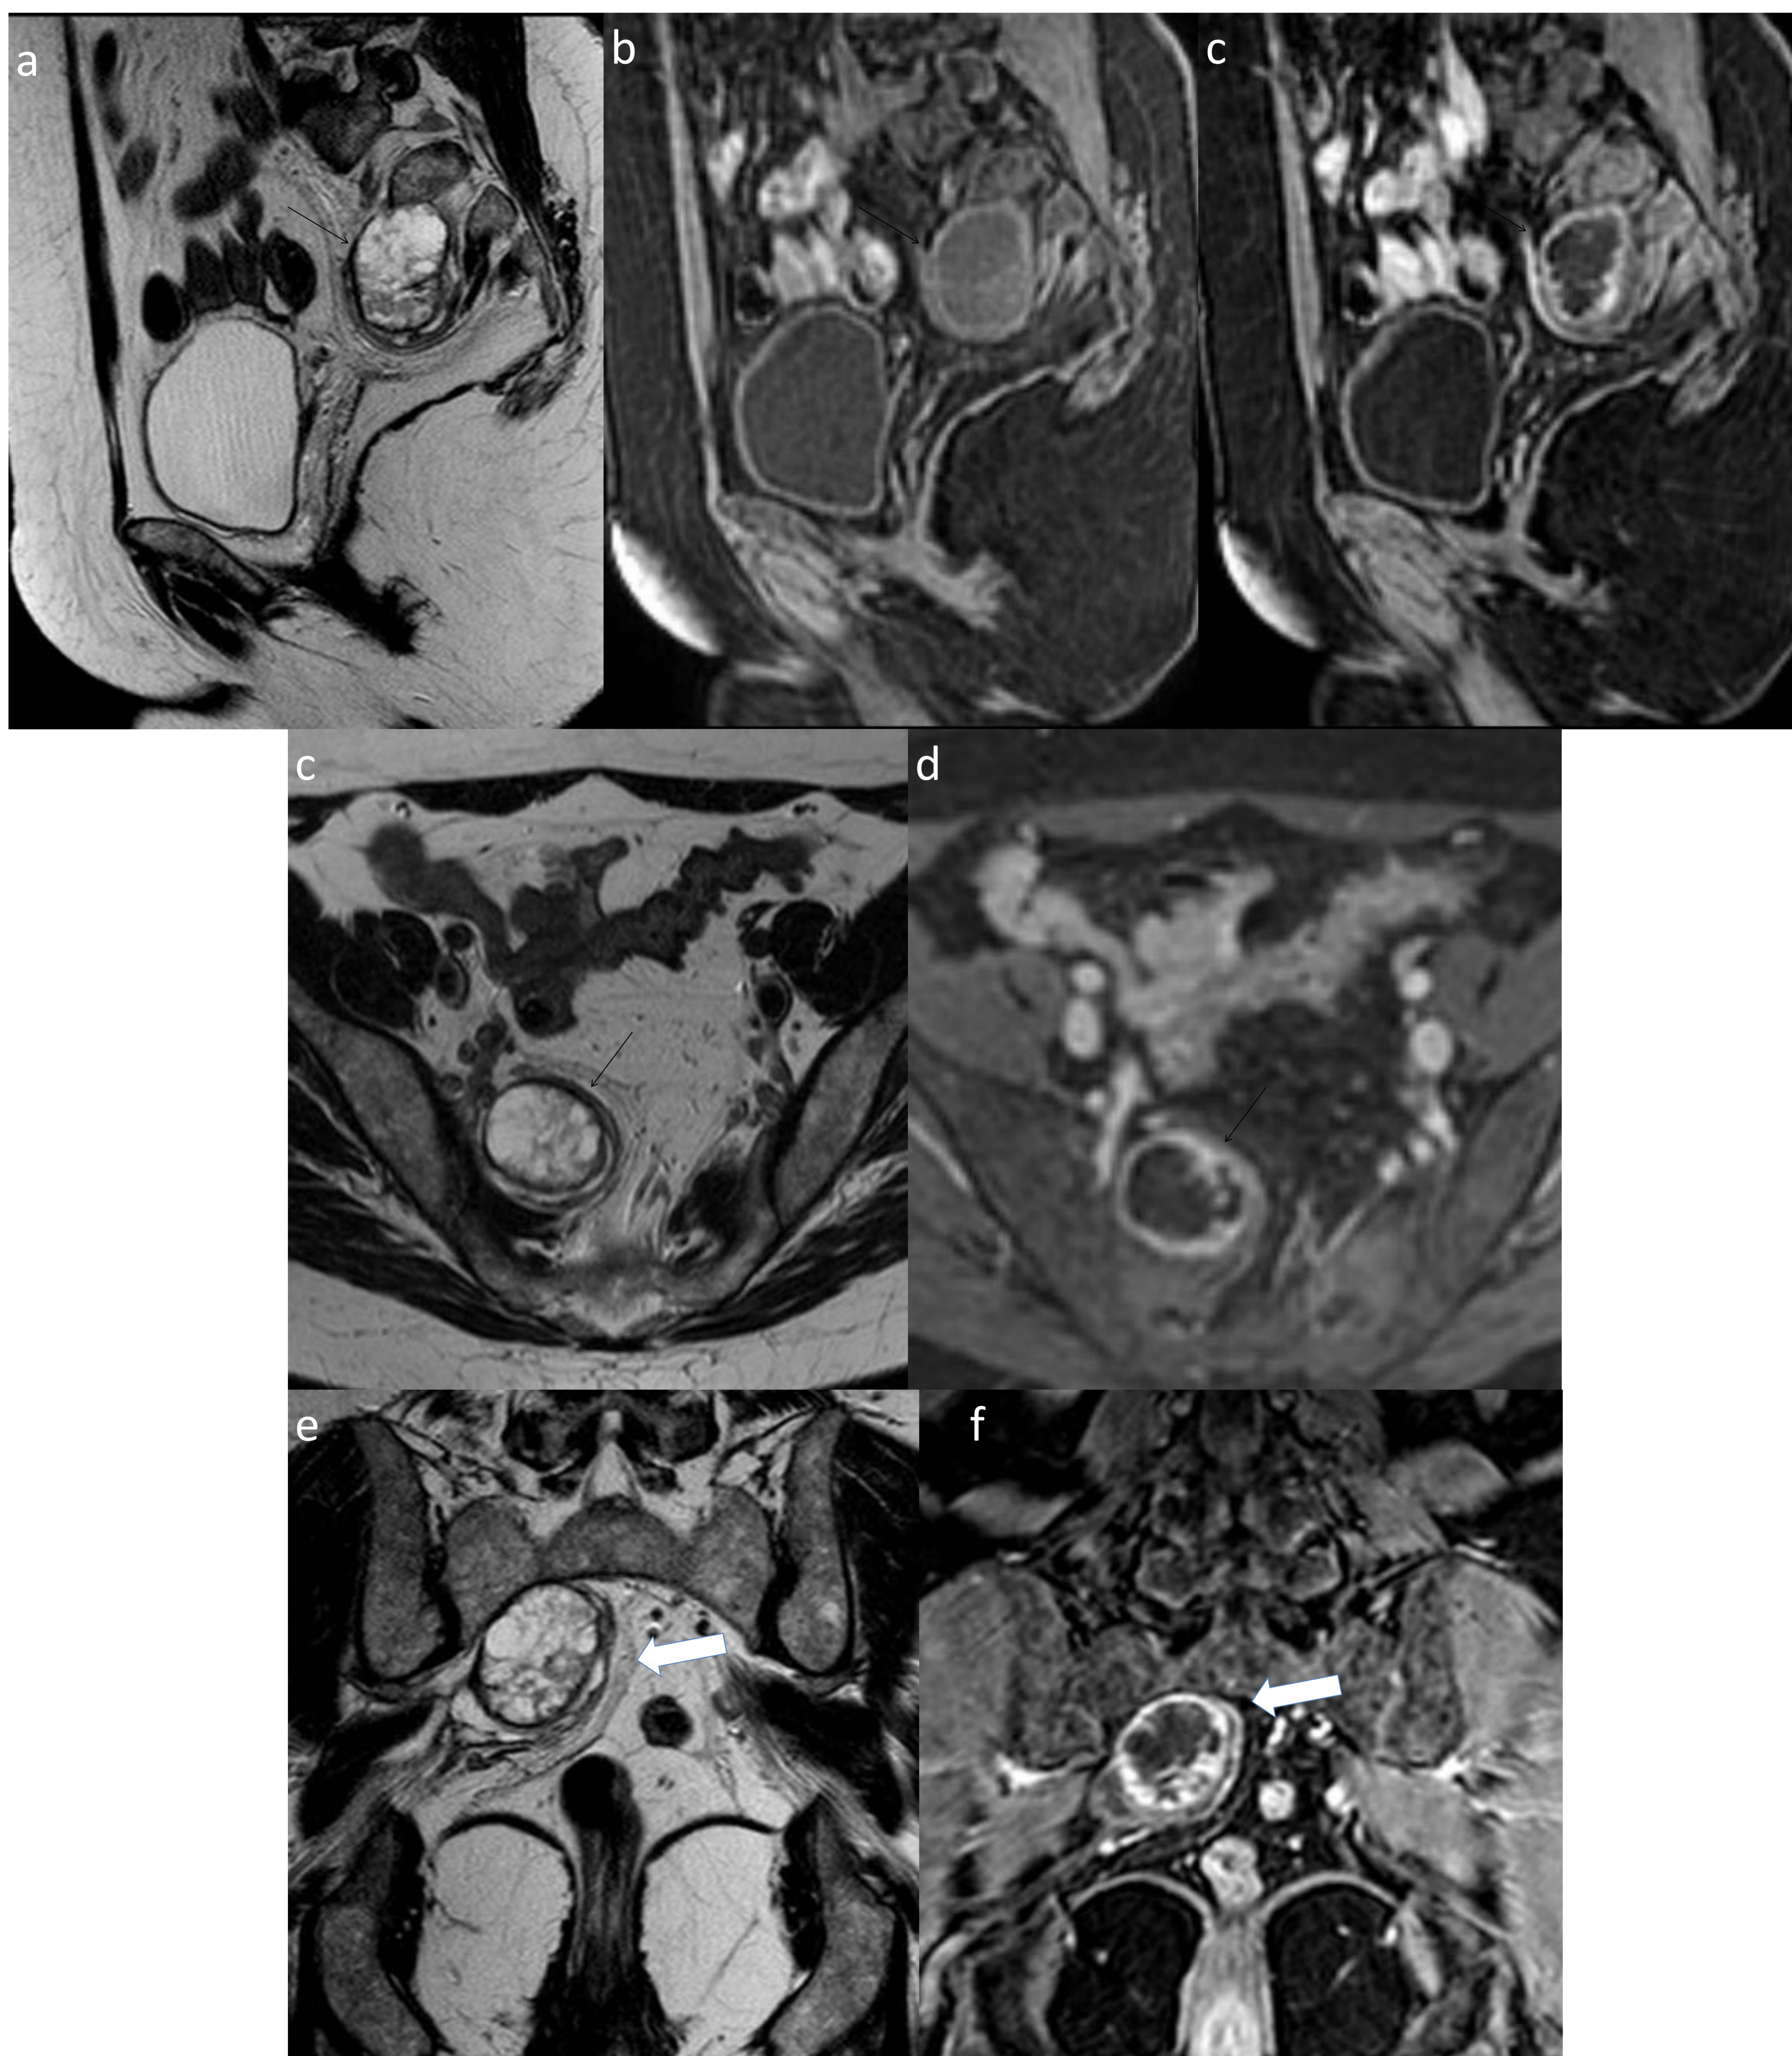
Tumor neurogénico quístico en mujer de 55 años histerectomizada y con sospecha de masa ovárica en ecografía. Imágenes potenciadas en T2 en el plano (a) sagital (c) axial y (e) coronal muestran una lesión, bien definida de morfología ovalada, hiperintensa y heterogénea en situación presacra (flechas). (b) Imagen potenciada en T1 con saturación grasa en el plano sagital antes del contraste muestra la masa iso-intensa (flecha). Imágenes potenciadas en T1 con saturación de la grasa después del contraste en el plano sagital (c), axial (d) y coronal (f) muestran realce periférico e irregular de la masa (flechas). La anatomía patológica demostró un schwannoma con degeneración quística
